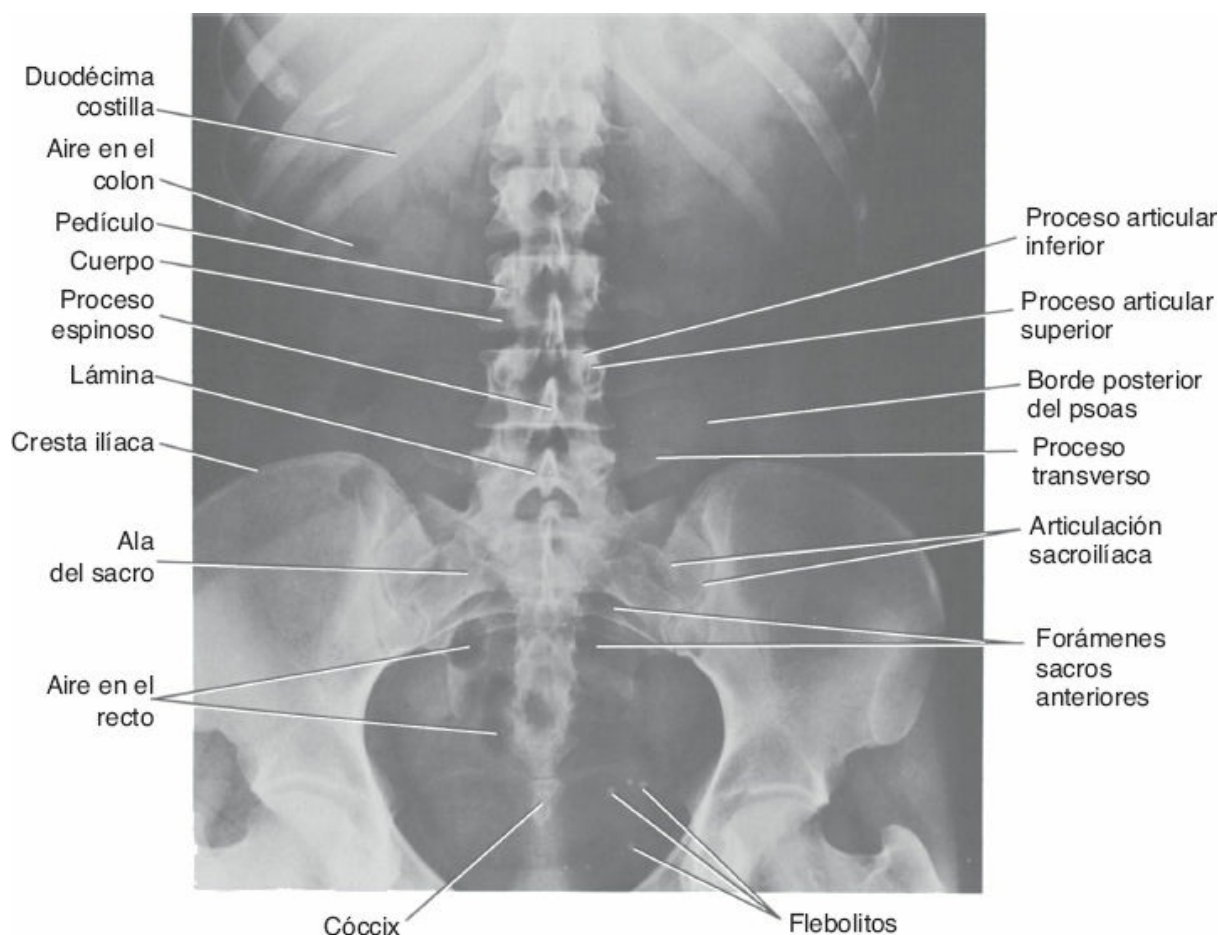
Radiografía anteroposterior de las regiones torácica inferior, lumbar y sacra de la columna vertebral.
